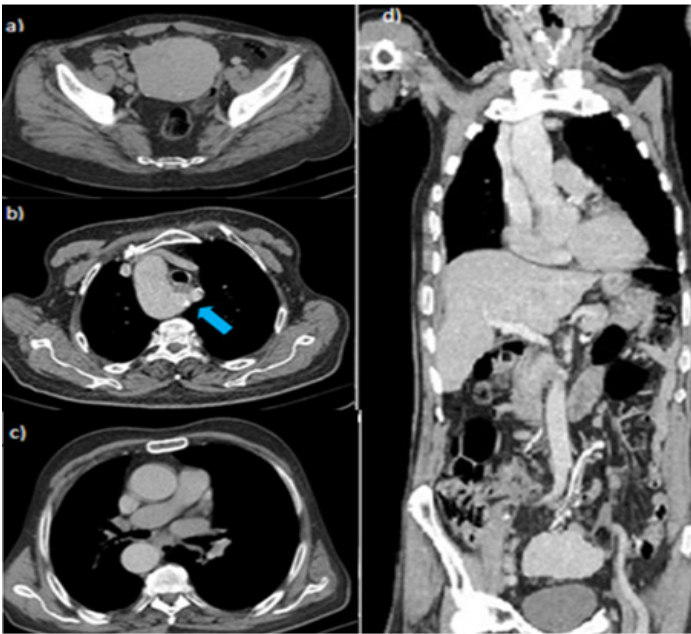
Coupes TDM axiale pelvienne (a) et coronale thoraco-abdomino-pelvienne (d) objectivant une loge splénique vide avec rate en position pelvienne renfermant de fines calcifications périphériques; coupes TDM axiales thoraciques (b,c) mettant en évidence un arc aortique droit avec présence d'un diverticule postérieur de « kommerell » (flèche bleu), donnant naissance à une artère SCG aberrante, retro-cesophagienne
